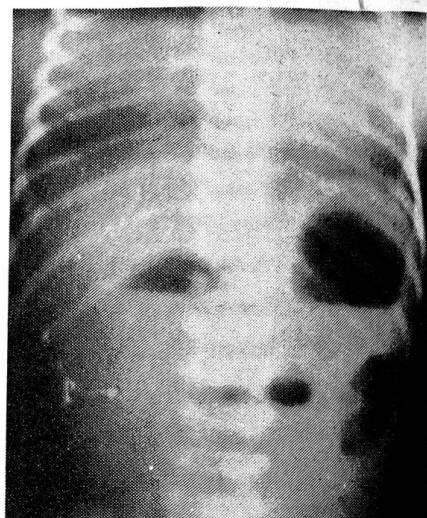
На обзорной рентгенограмме ребенка 2 дней жизни выявляются два горизонтальных уровня жидкости соответственно расширенному желудку и двенадцатиперстной кишке. Атрезия двенадцатиперстной кишки.
